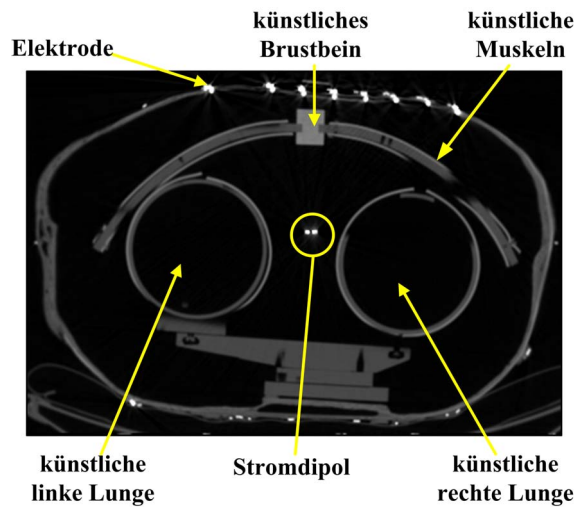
Ein axialer CT-Schnitt durch das Torso-Phantom. Die Lungen-Kompartimente, die Muskel-Kompartimente, das künstliche Brustbein und die künstlichen Stromdipole sind dargestellt.
